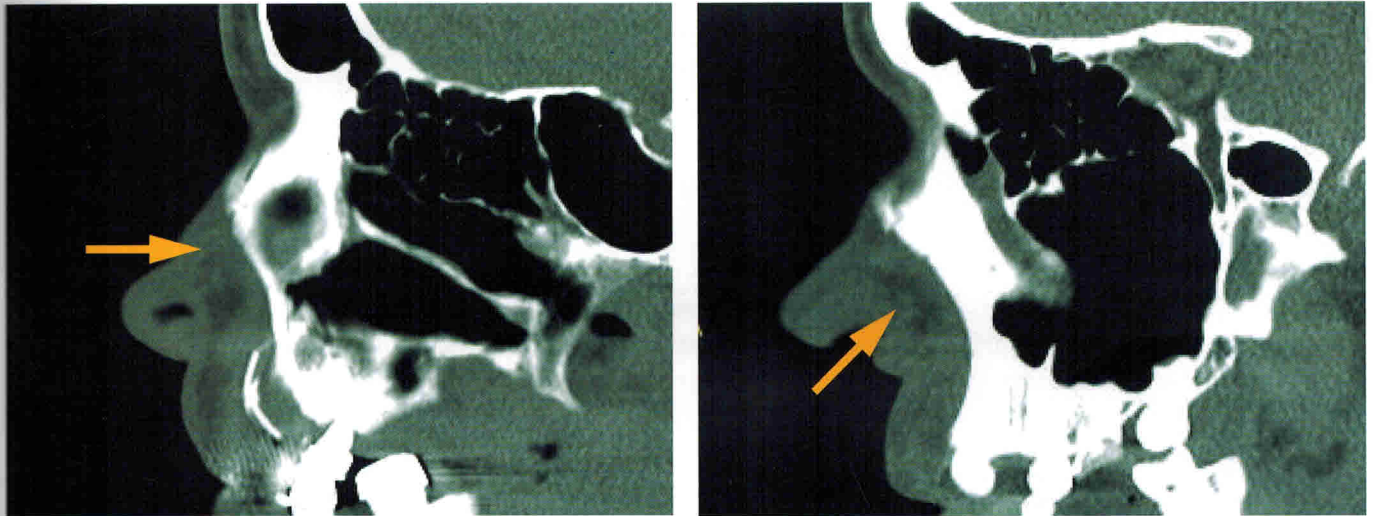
МСКТ, MPR, кососагиттальная плоскости, мягкотканное окно. Добавочные хрящи (стрелки)
